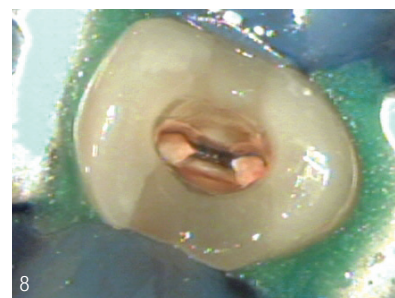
Masterpointaufnahme mit individuell eingepassten Guttaperchaspitzen. Abb. 7: Orthograde Röntgenkontrollaufnahme der Wurzelfüllung. Abb. 8: Zahn 25 Wurzelfüllung, die Kavität ist vorbereitet zum adhäsiven Verschluss.
